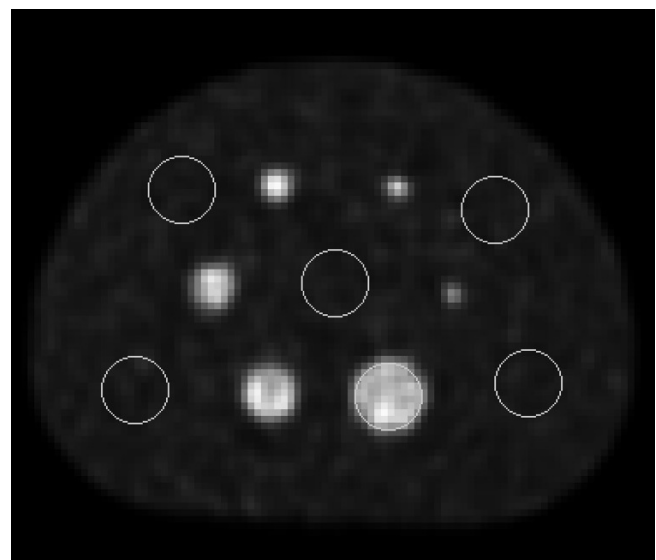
Пример выбора области интереса в зоне максимальной сферы и общего объема на аксиальном срезе ПЭТ-изображения фантома
